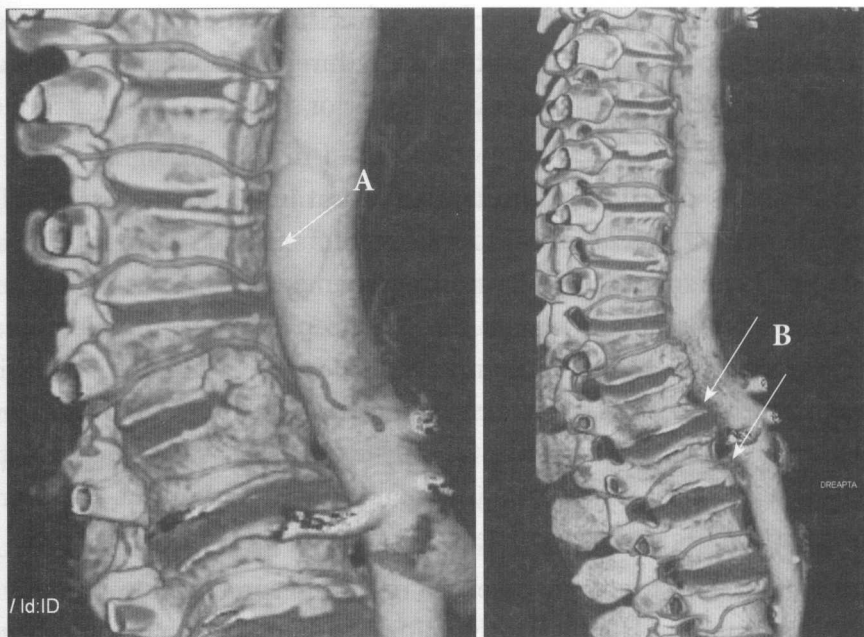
CT angiografie spinală: A - cuneiformizarea vertebrelor Th10, Th11, Th12, L1; B - osteofite anterioare la nivelul Th11, Th12, L1 cu comprimarea arterelor spinale la acest nivel, conținutul sanguin fiind slab contrastat.
